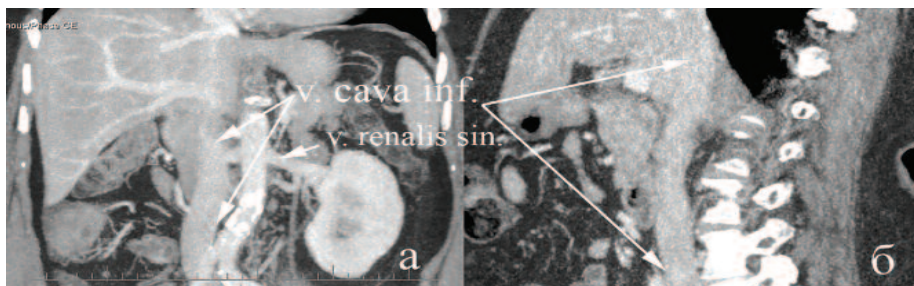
СКТ (а,б) брюшной полости пациентки через 2 года после операции
